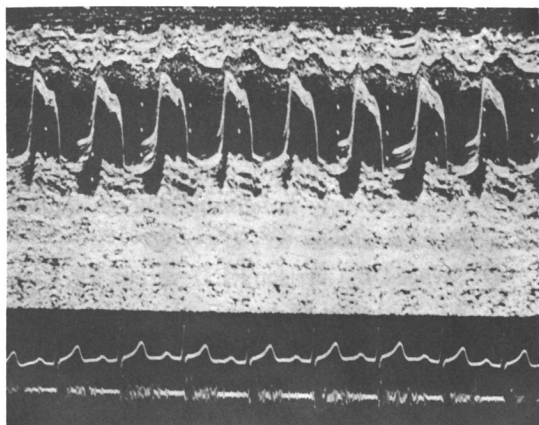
M-mode echocardiogram of the mitral valve showing a holosystolic hammock prolapse(upper panel) and phonocardiogram showing holosystolic murmur(lower panel).
